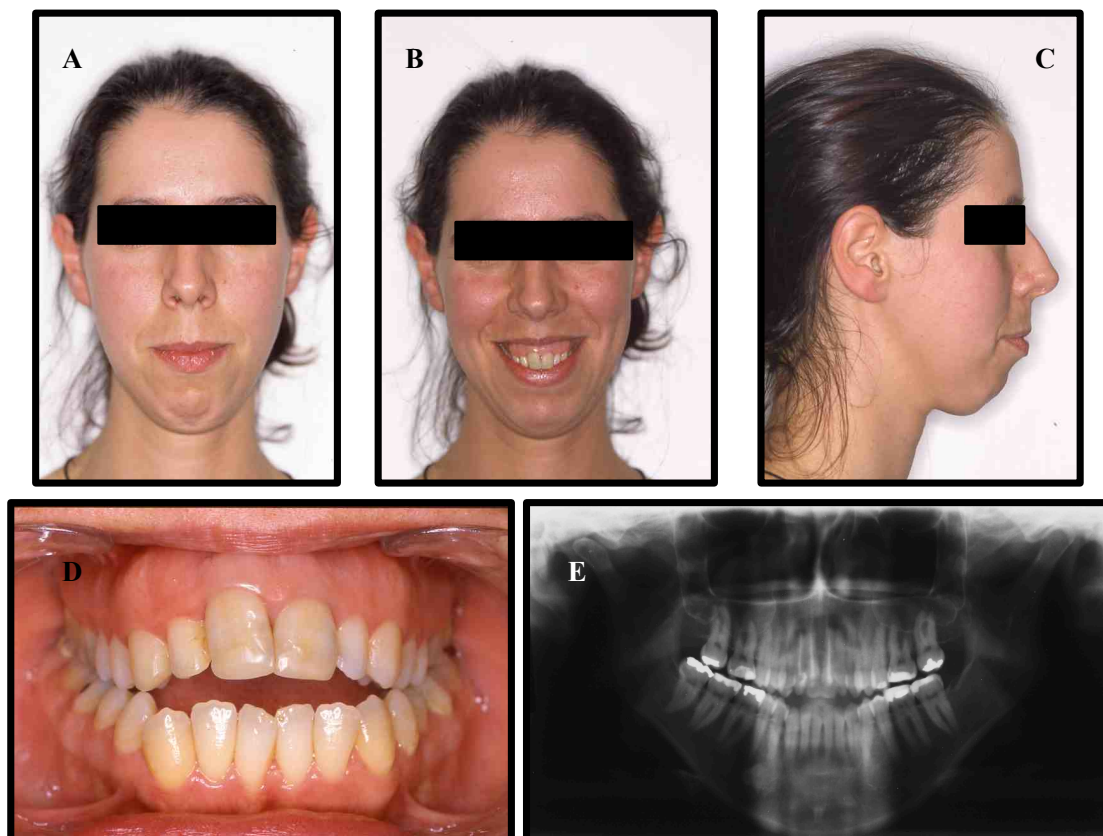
Fotografias extra-orais (A,B e C), intra-oral (D) e Ortopantomografia (E), pré-tratamento (caso clínico e imagens cedidas pelo Professor Doutor Jorge Dias Lopes).
